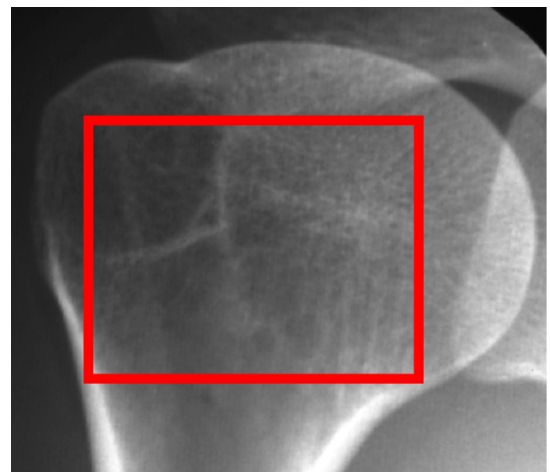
Humeral head of the first radiography.
